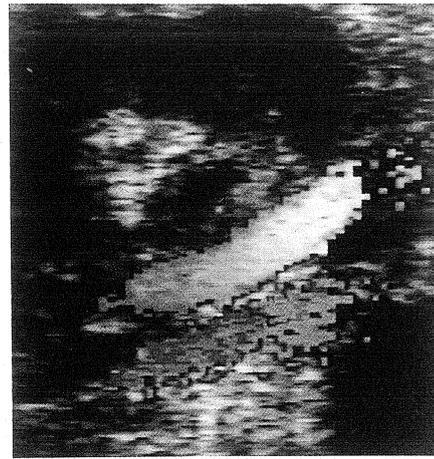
a Farbkodierte Doppler-Sonographie eines Nierentransplantates bei Verschuß der Nierenarterienanastomose: Im schräg angeschnittenen Transplantat ist keine Durchblutung nachweisbar. Gute Farbdarstellung der darunter vorbeiziehenden Iliakalgefäße (rot = Arterie, blau = Vene).
